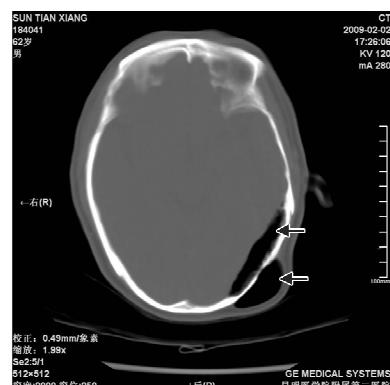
CT轴位扫描示左枕部硬膜外积气; 左枕部皮下积气(箭头所示)
